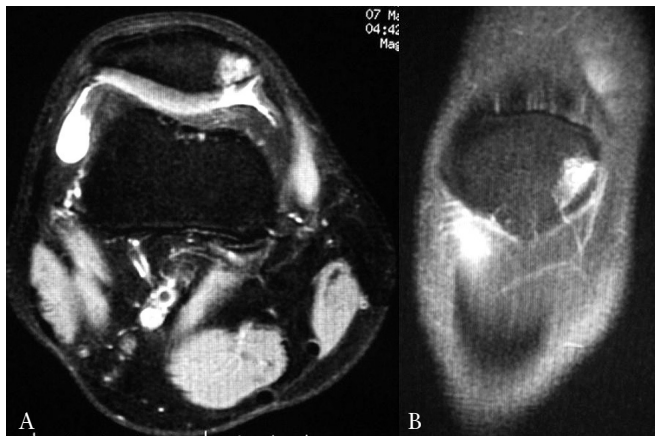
RMN: A) corte axial. B) corte frontal.
